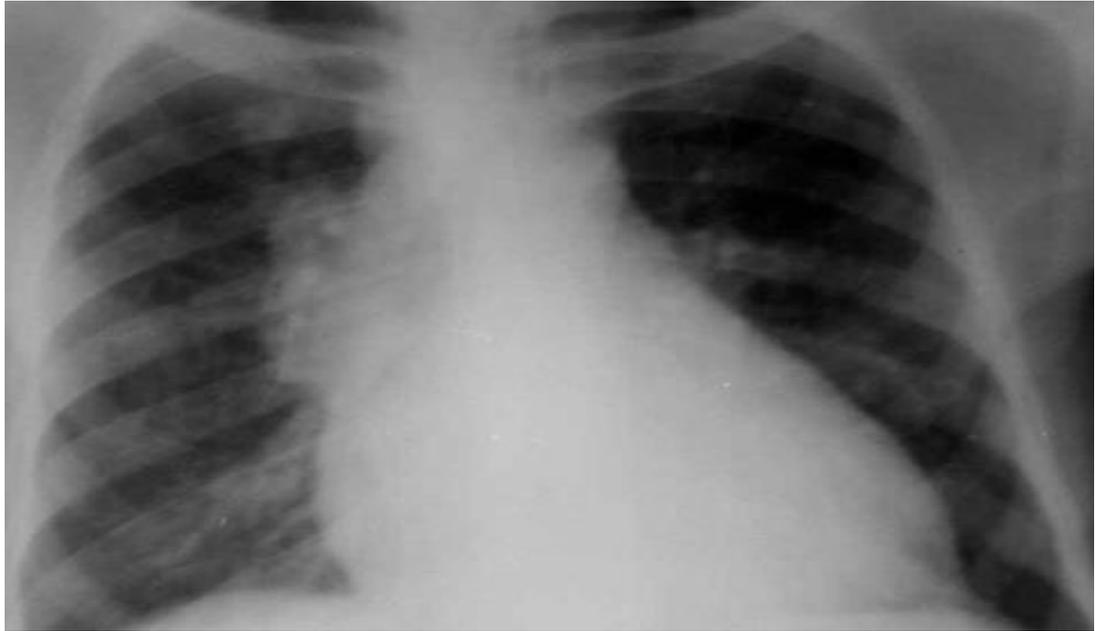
4. - Рентгенограмма ОГК ВИЧ-инфицированного пациента, туберкулёза внутригрудных лимфатических узлов
